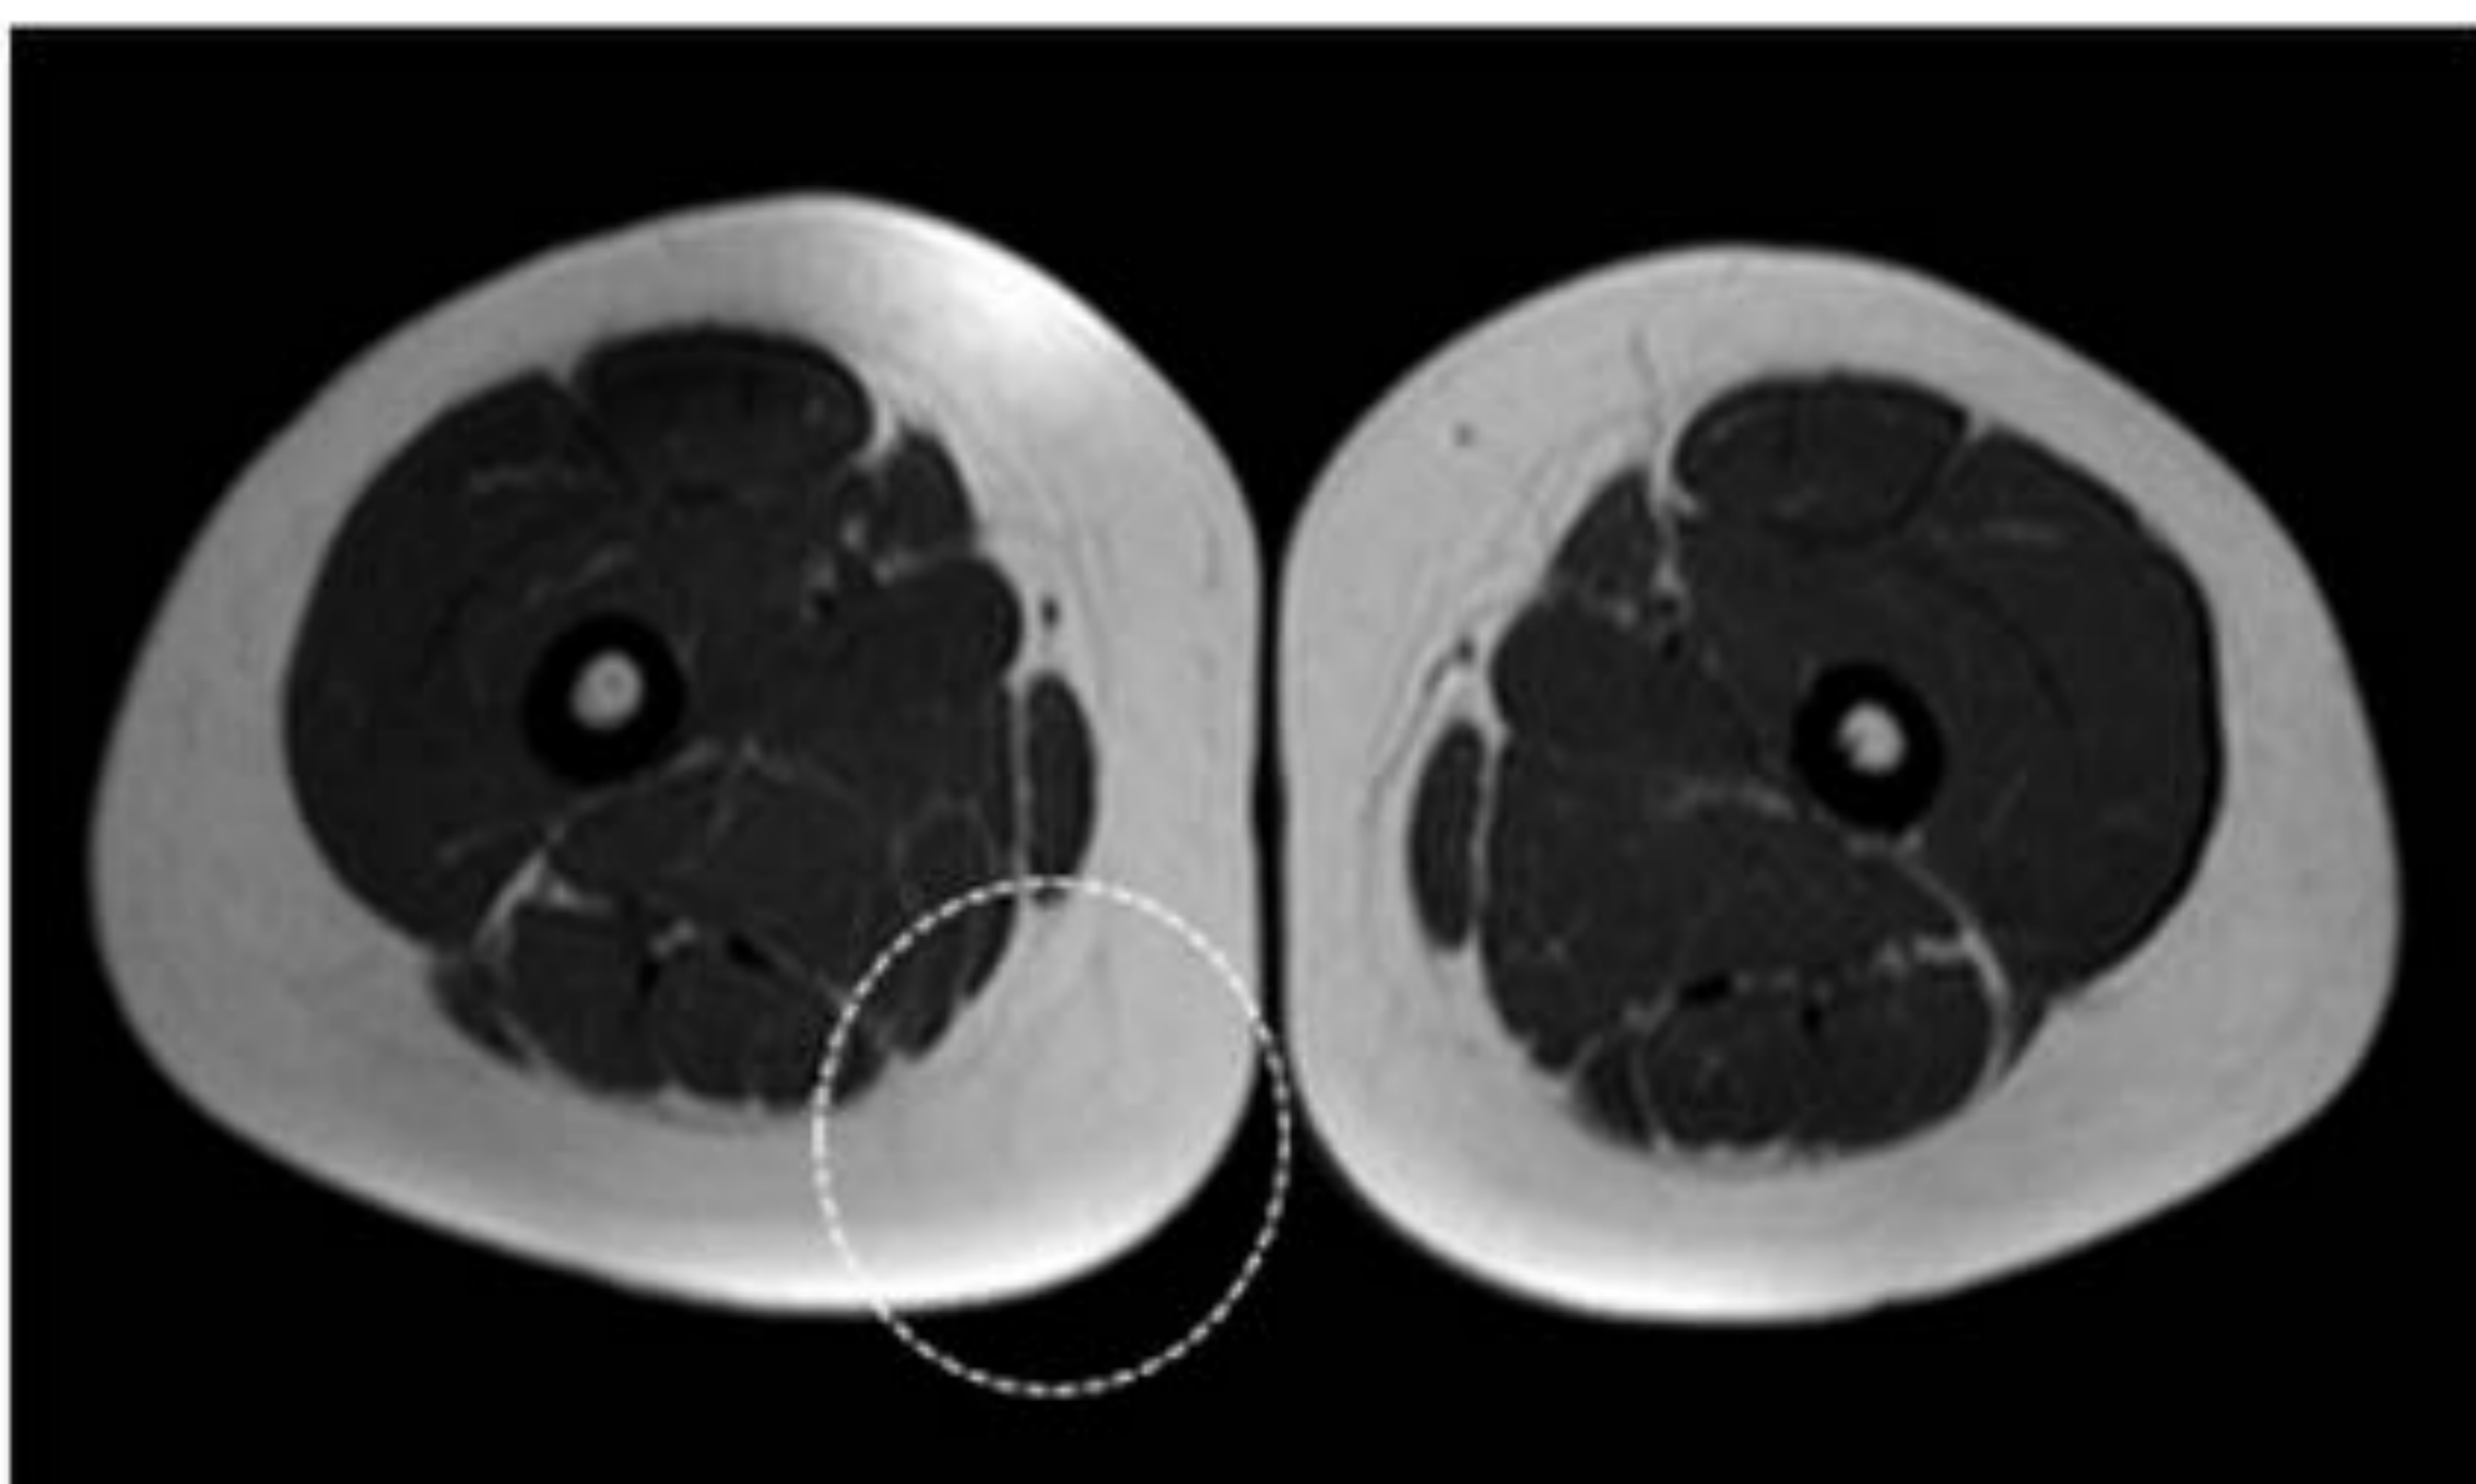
RM secuencia axial potenciada en T1. Área de lipomatosis en el muslo derecho (círculo).
